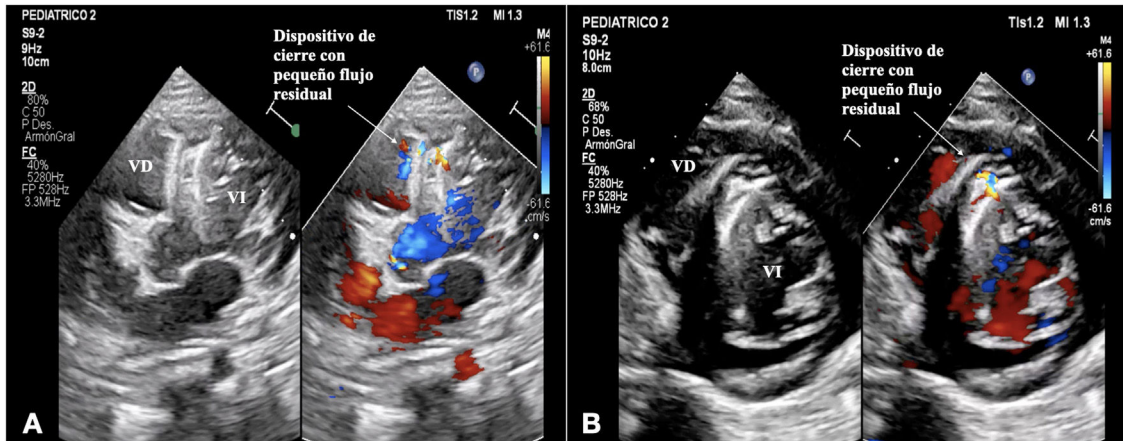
A y B. Ecocardiograma transtorácico en proyección apical 4 cámaras (A) y paraesternal eje corto (B) de control tras un año del procedimiento con defecto ligero residual. VD: ventrículo derecho; VI: ventrículo izquierdo.
